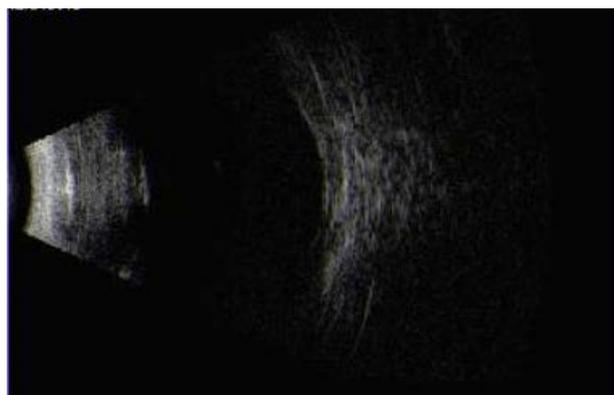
B-mode ultrasound of the patient 1 year after surgery. The reflection of the inner side of the posterior wall of the left eyeball is smooth, and the body shape is complete
